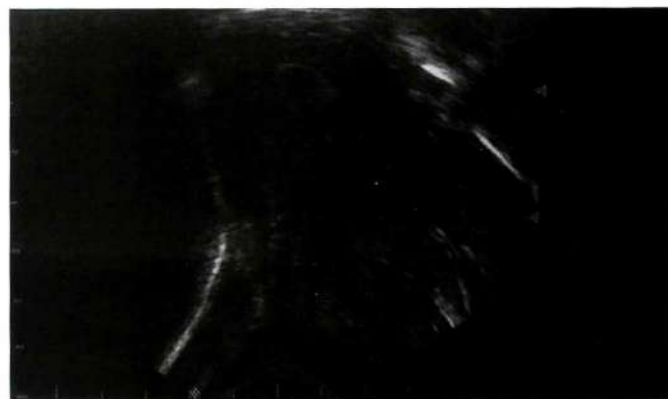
Ecografía transvaginal: corte sagital, con cavidad endometrial vacía y presencia de cálculo libre en la vejiga.
